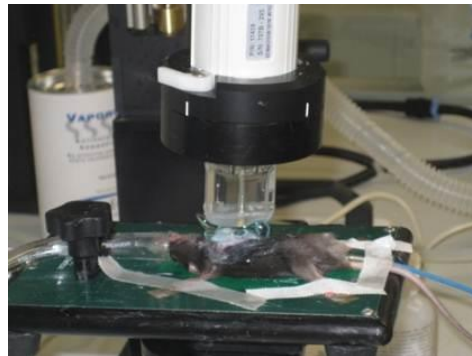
zur echokardiographischen Untersuchung vorbereitete Maus
